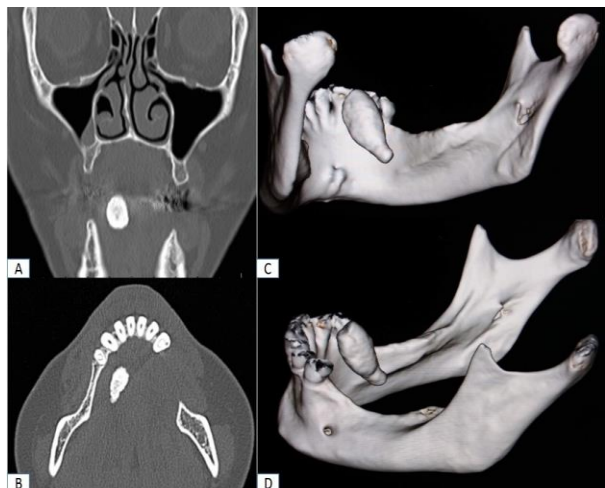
Tomografia da face: A-B - cortes coronais e axiais demonstrando presença de massa hiperdensa, bem circunscrita na parte medial de corpo mandibular e trajeto de do ducto da glândula submandibular. Reconstrução 3D evidenciando a significativa dimensão do sialolito C-D.
